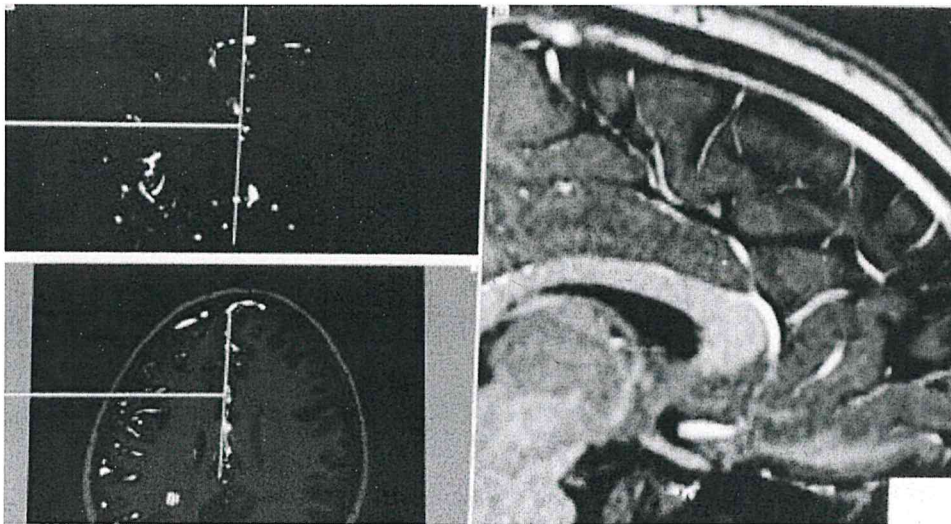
Vessel validation (Path view, vessel image from CTA)
